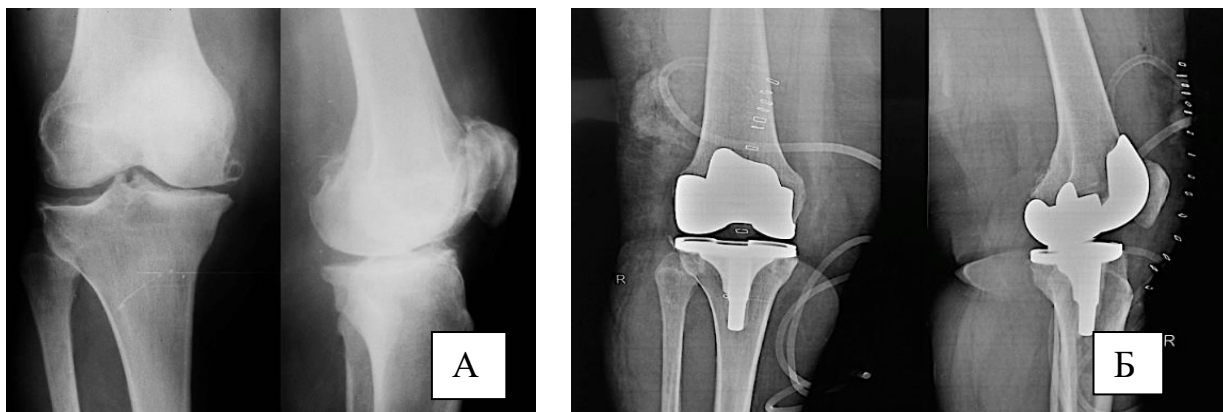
Рентгенограммы правого коленного сустава Б.Н.А. 69 лет с остеоартрозом III стадии на фоне морбидного ожирения:
